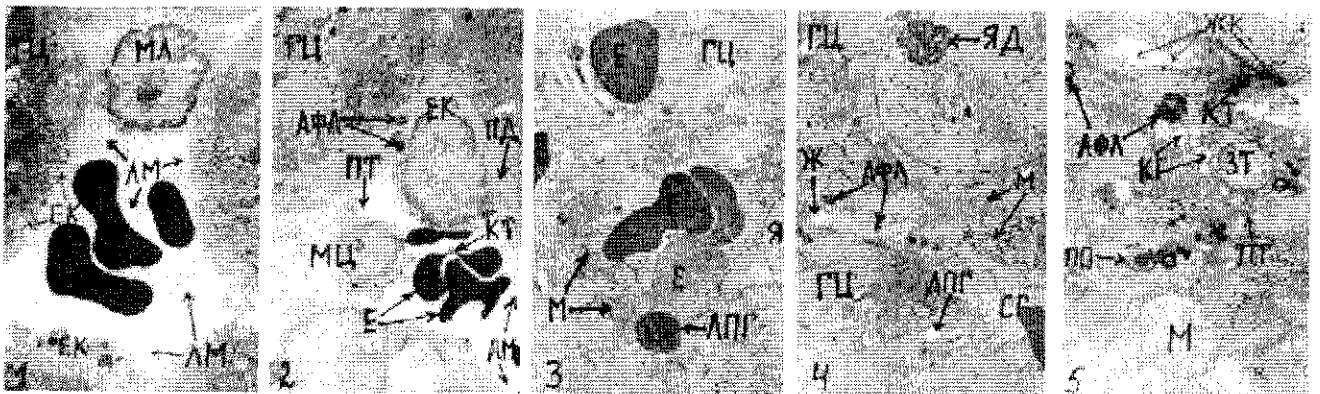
Зміна ультраструктур тканин печінки білих щурів за умов хронічного гіперімунотоксичного процесу: 1 – розширений простір синусоїдального гемокапіляра вміщує гіперагрегат еритроцитів, малий лімфоцит, лапаті маси плазми крові. Зб. х 3000; 2 – зіромадження еритроцитів неправильної форми, що тісно прилягають один до одного, ендотеліальної клітини та лімфоцита. Преципітати, коагуляти і лапаті маси насичують плазму крові. Зб. х 2000; 3 – скупчення еритроцитів низької електронної щільності, що заглиблені в цитоплазму гепатоцита. Зб. х 2000; 4 – низької електронної щільності гепатоцити, жовчний капіляр між якими є звужений. Зб. х 4000; 5 – синусоїдний полюс цитоплазми гепатоцита вміщує гіпертрофовані комплекси Гольджі, скупчення аутофаголізосом, мітохондрії в стані набряку, дезорганізовані пероксисоми, залишкове тілце. Зб. х 19000. АФЛ – аутофаголізосома, ГЦ – гепатоцит, Е – еритроцит, ЕК – ендотеліальна клітина, ЖК – жовчний капіляр, ЗТ – залишкове тіло, КГ – комплекс Гольджі, КТ – коагуляти, ЛМ – лапаті маси, ЛПГ – ліпопротеїдні гранули, М – мітохондрія, МЛ – малий лімфоцит, МЦ – моноцит, ПД – простір Діссе, ПО – пероксисома, ПТ – преципітати, СГ – синусоїдний гемокапіляр, Я – ядро, ЯД – ядрце.
